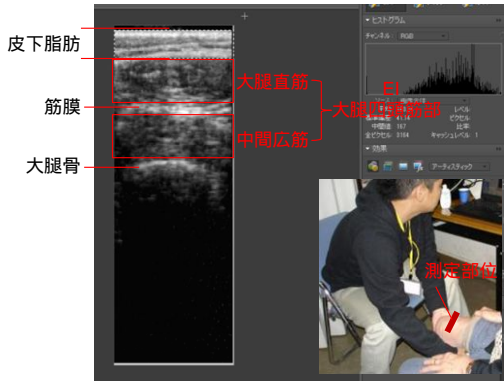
標準的な大腿前面の超音波画像の例と大腿 EI の測定画面
